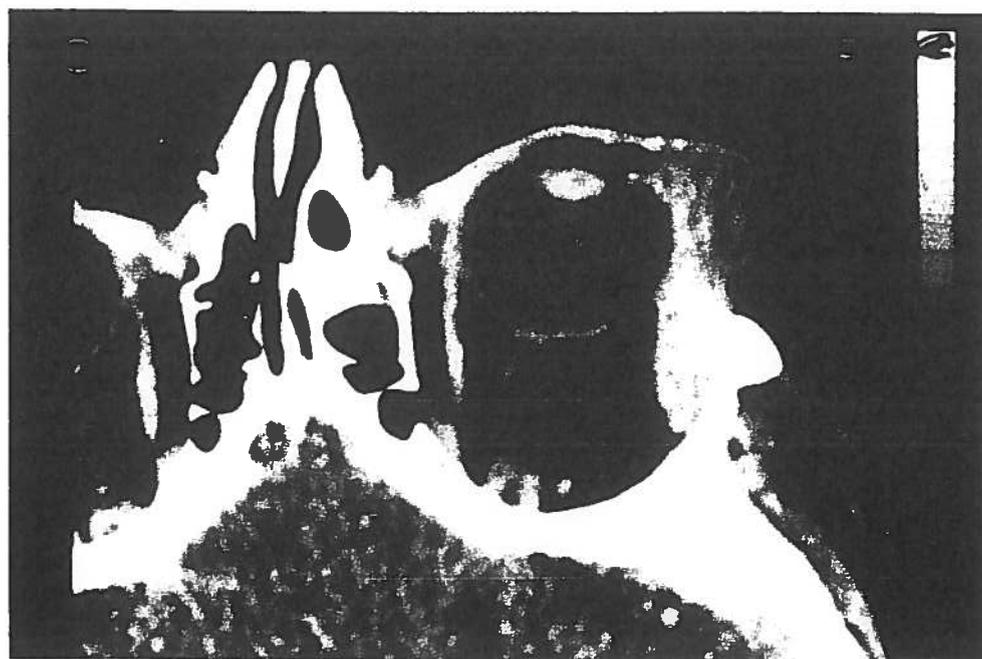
TAC della regione orbitaria: presenza di tumefazione di densità solida a livello della regione del canto orbitario, posteriormente in rapporto con la regione di inserzione del retto esterno, anteriormente estesa alle parti molli palpebrali.
